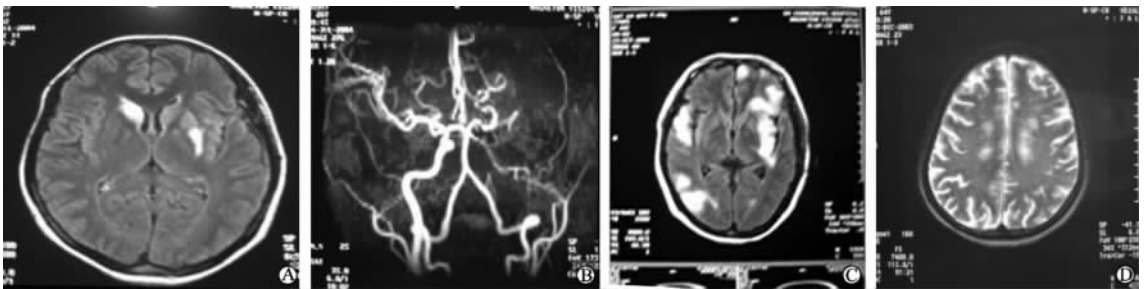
中枢神经系统血管炎 MRI 和 MRA 改变
